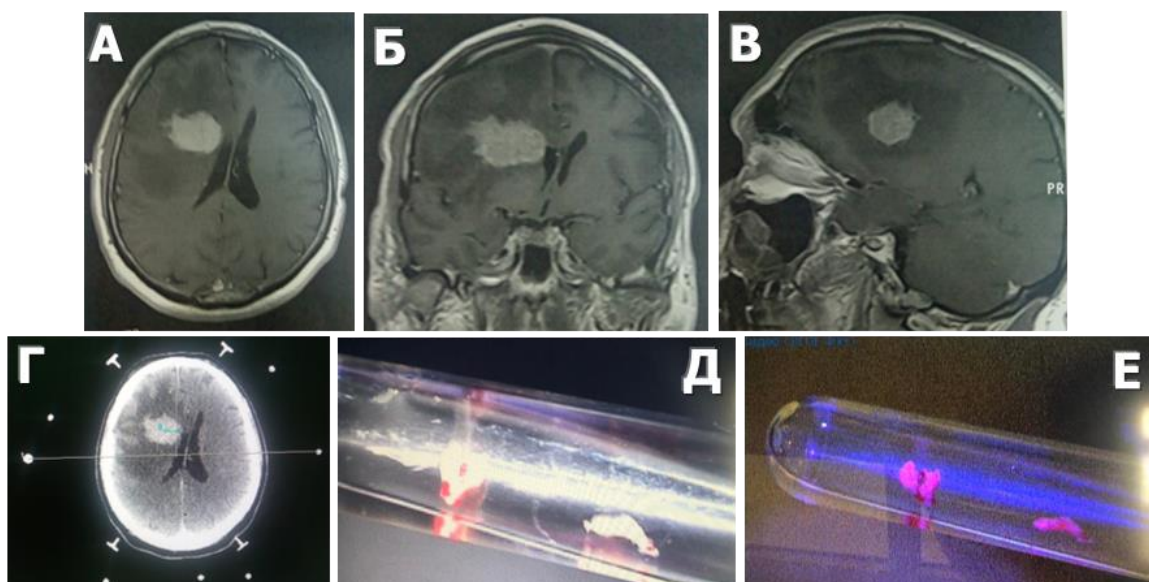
Интраоперационная флуоресцентная диагностика у пациента с плазмоцитомой глубинных отделов правой лобной доли. А: МРТ головного мозга до операции, в T1 режиме с контрастированием, аксиальная проекция, Б - МРТ головного мозга до операции, в T1 режиме с контрастированием, коронарная проекция, В - МРТ головного мозга до операции, в T1 режиме с контрастированием, сагиттальная проекция, Г – расчетная СКТ с контрастом, аксиальный срез во время проведения операции, Д – вид биоптатов в белом свете, Е – вид биоптатов во флуоресцентном режиме микроскопа, яркое свечение опухоли.
